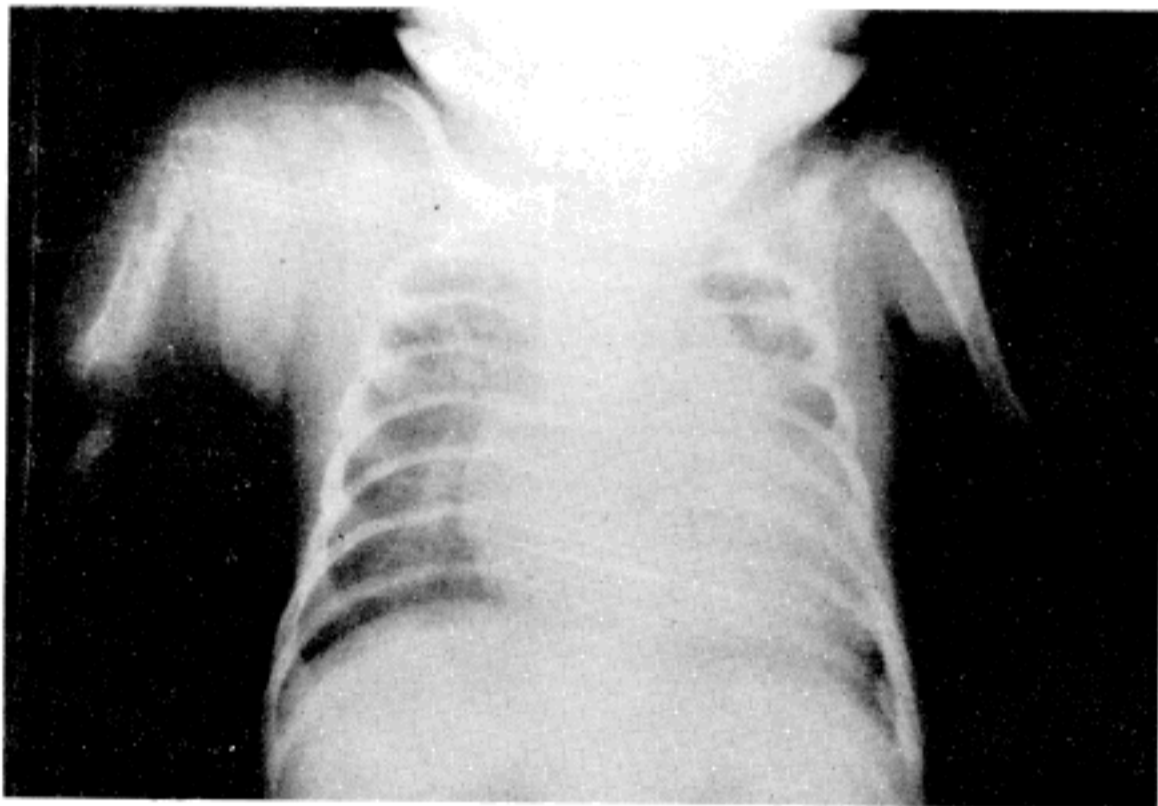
Chest X-ray reveals bony rarefaction in the proximal shaft of right humerus and swelling of soft tissue at 5 days after birth, which are the typical appearance of osteolysis.
